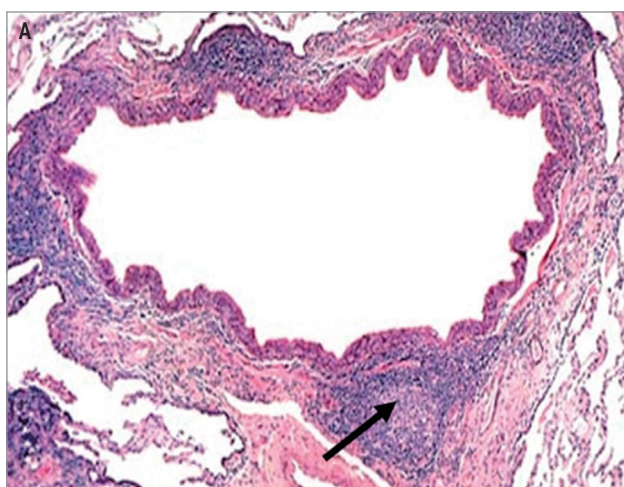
Фолликулярный бронхиолит у больной 55 лет с синдромом Шегрена: А — морфологическая картина хронического воспалительного процесса вокруг бронхиолы с формированием лимфоидного фолликула (стрелка); Б — маленькие центролобулярные и перибронхиальные узелки, перибронхиальные утолщения и небольшие пятнистые поля «матового стекла» на компьютерной томографии высокого разрешения
